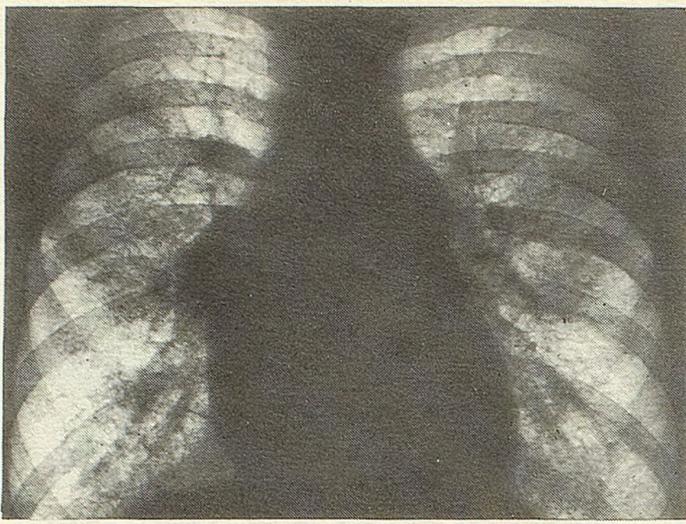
Передняя рентгенограмма грудной клетки больного И.
